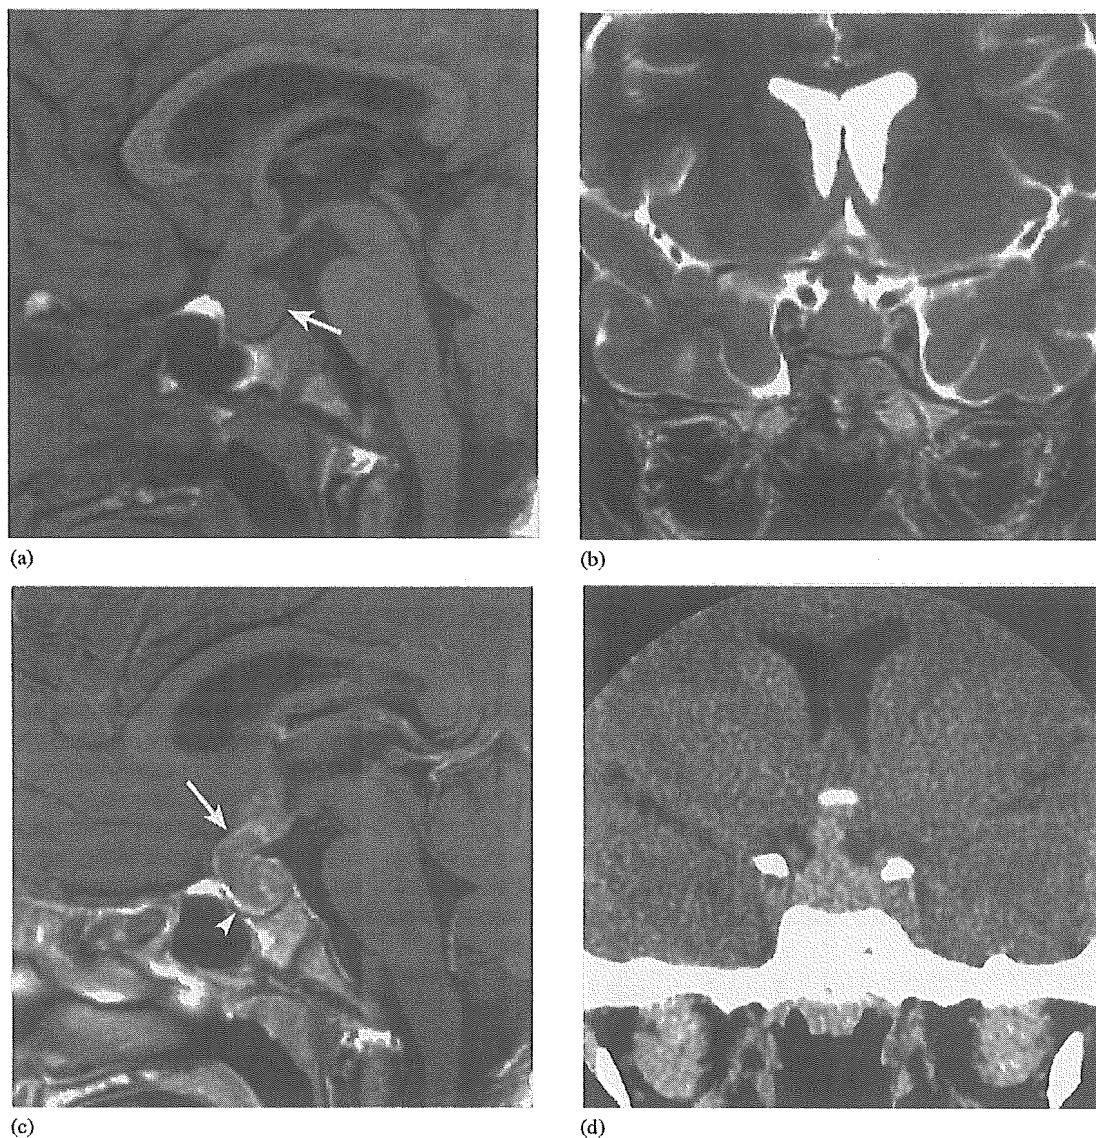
Case 8. Neurohypophysial germinoma in an 11-year-old girl. Intra- and suprasellar tumor components are homogeneous and isointense to cerebral cortex on both T1-weighted (SE 400/15) (a) and T2-weighted (FSE 5000/130) MR images (b). Sagittal T1-weighted MR image (SE 400/15) (a) shows absence of normal signal hyperintensity in the posterior pituitary (arrow). Sagittal post-gadolinium T1-weighted MR image (SE 400/15) (c) shows heterogeneously enhancing tumor involving the intrasellar region and infundibulum. Thickened infundibulum is observed (arrow). The anterior pituitary is compressed anteroinferiorly (arrowhead) [10,18,25]. The tumor is less enhancing than the anterior pituitary. Unenhanced CT reveals a hyperdense tumor with no calcification (d).
